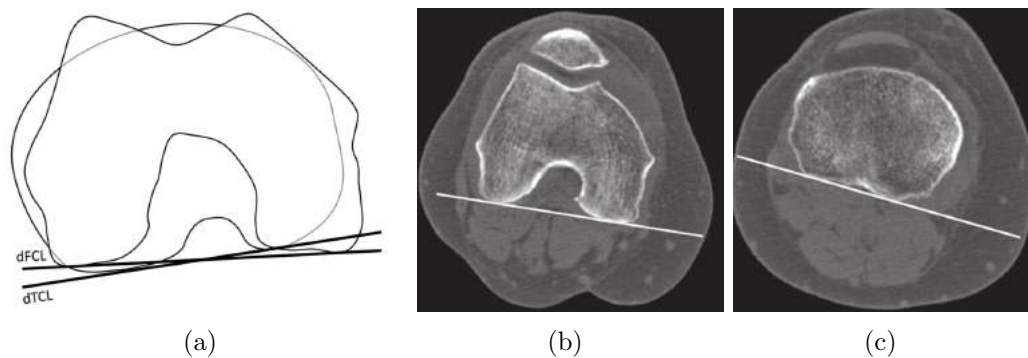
Medição do ângulo de torção c ndilos-pratos: (a) Representa  o esquem tica para a realiza  o da medi  o do  ngulo de tor  o c ndilos-pratos, retirado de [42]; (b) Medi  o da primeira linha para tra  ar o  ngulo de tor  o c ndilos-pratos, em imagem axial de TC, retirado de [50]; (c) Medi  o da segunda linha para tra  ar o  ngulo de tor  o c ndilos-pratos em imagem axial de TC, nos pratos tibiais, retirado de [50].
